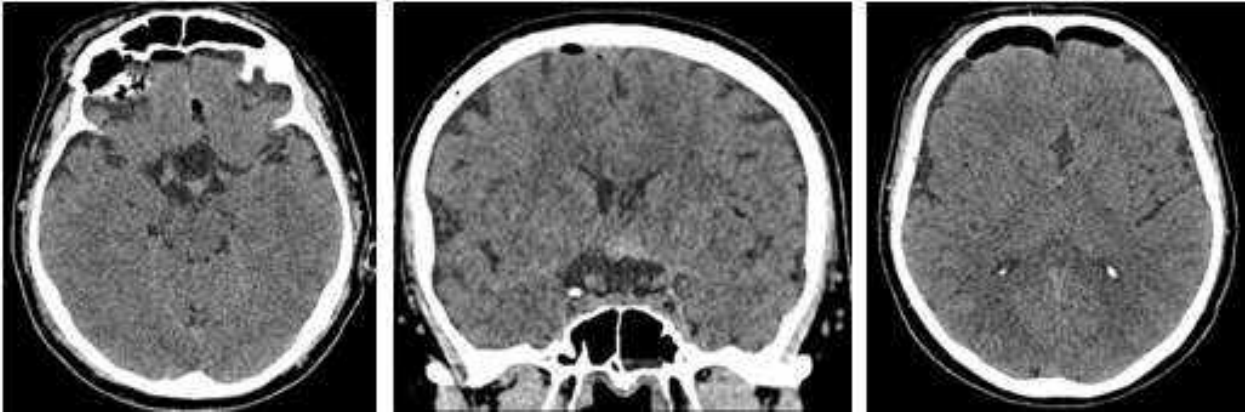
Спостереження №53. Пацієнт М-ко, 47 років, історія хвороби №165923. МСКТ головного мозку у ранньому післяопераційному періоді
